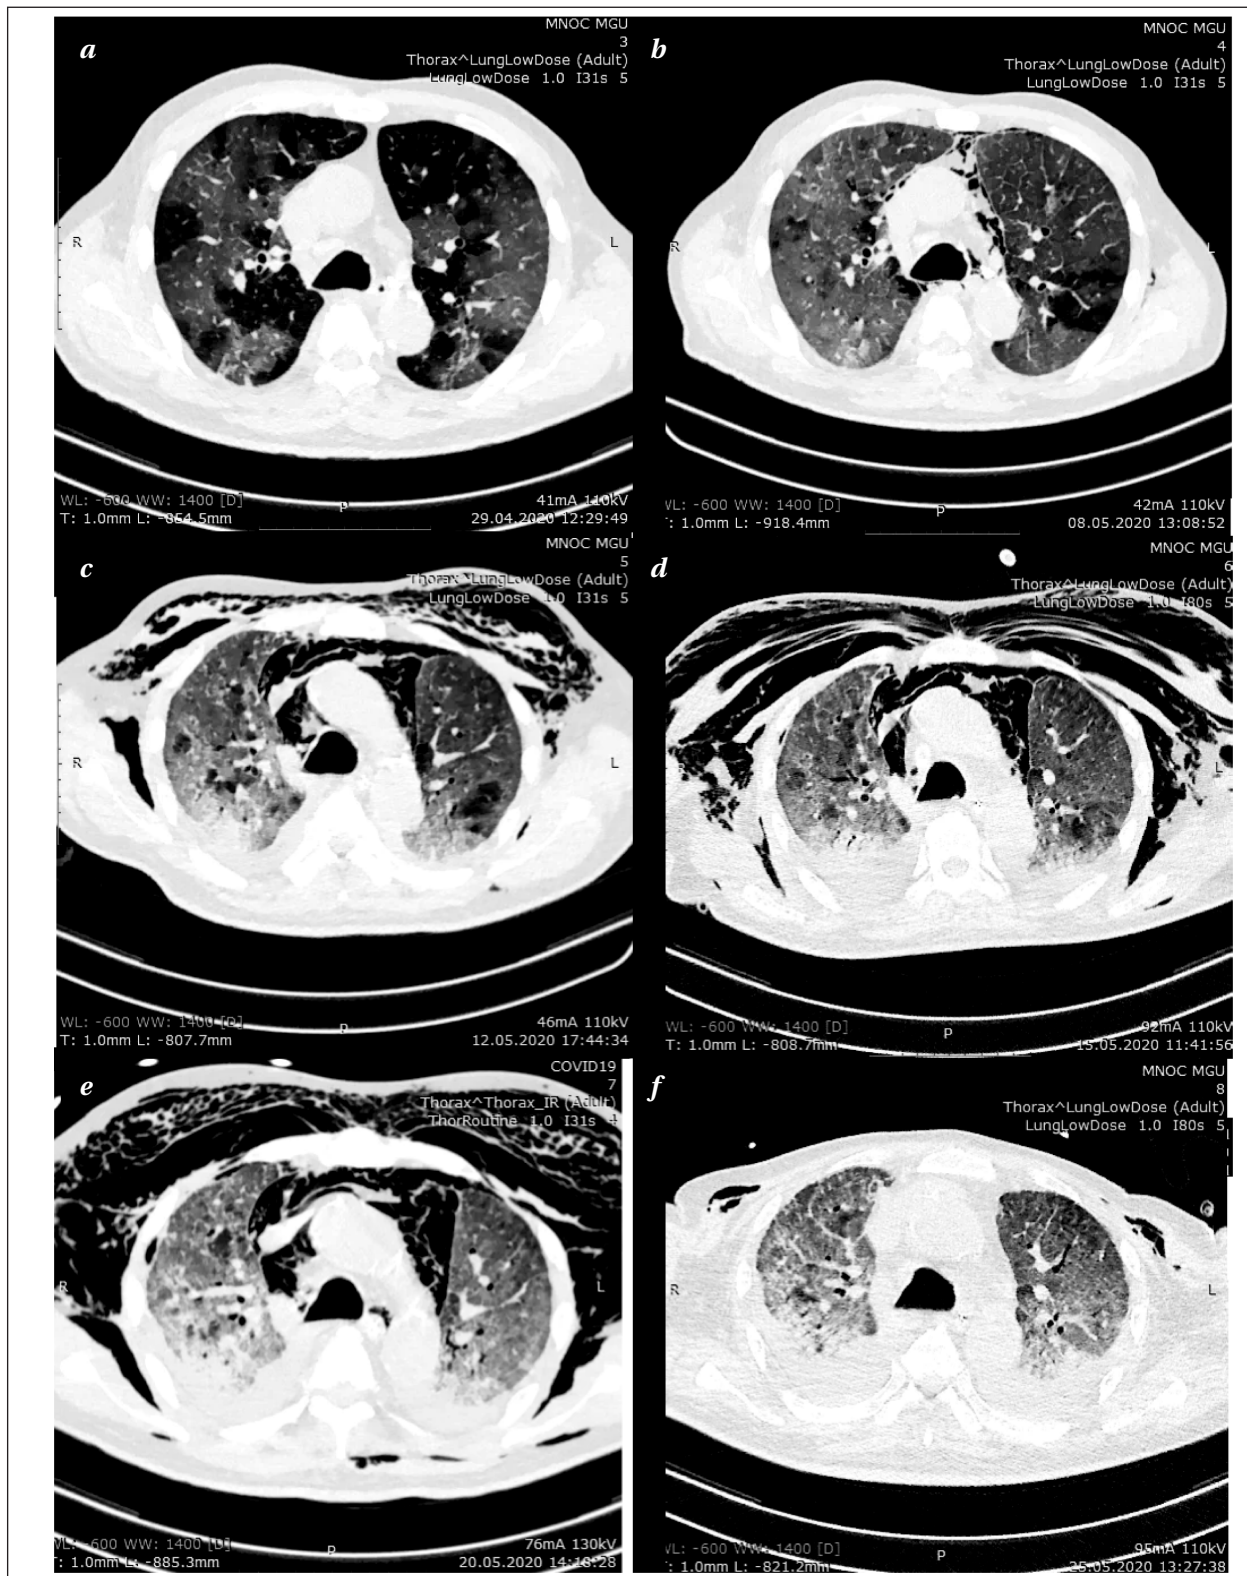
КТ-картина (клиническое наблюдение 2, описание в тексте).
